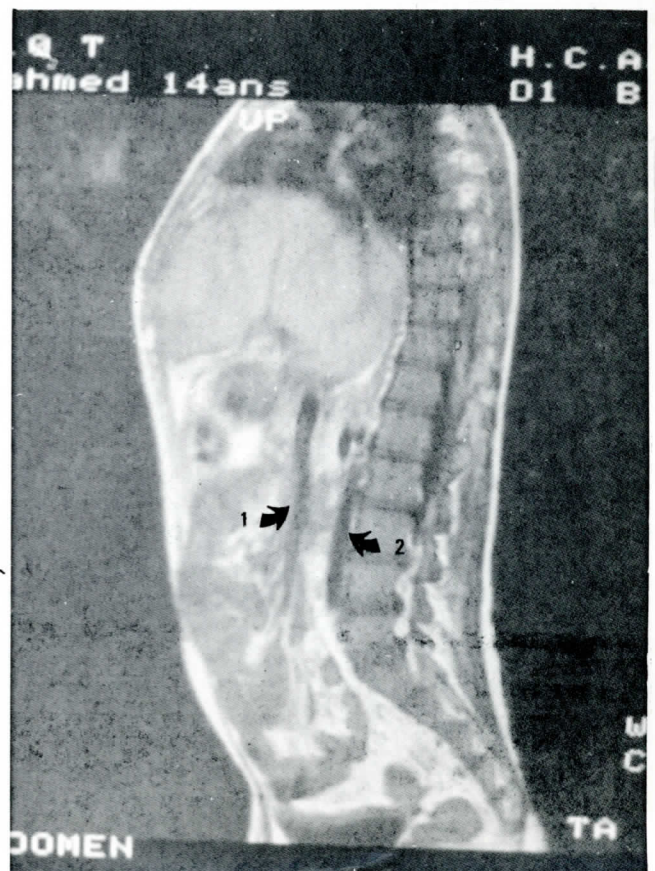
Imagerie par Resonance Magnetique d'un shunt mesenterico-cave (1), anastomose greffon veine cave inferieure (2).
